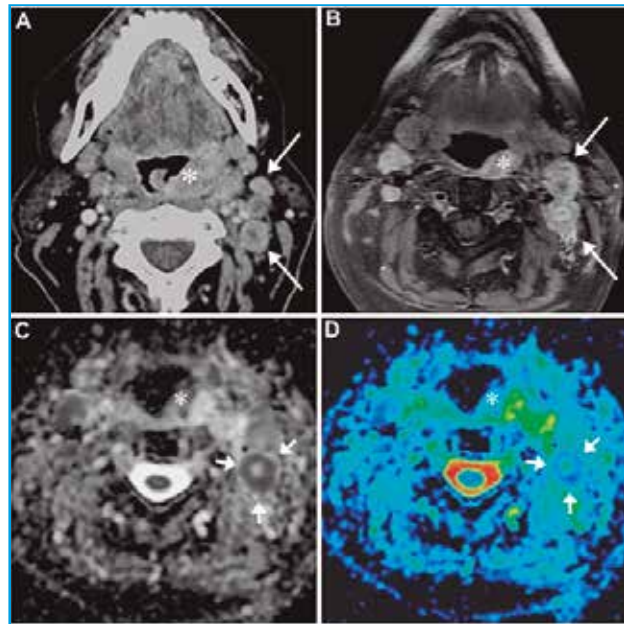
Varón de 73 años de edad con tumor primario del lado izquierdo de la orofaringe (asteriscos). Reconstrucción axial de TC de cuello, realizado tras la administración de contraste (A), que demuestra el tumor primario y dos adenopatías (flechas largas) con necrosis central en el nivel IIA ipsilateral. La secuencia T1 con gadolinio y supresión grasa (B) demuestra hallazgos similares (flechas largas). El coeficiente de difusión aparente [blanco y negro (C), color (D)], demuestra restricción de la difusión en el anillo de la adenopatía (flechas cortas), pero no en el área necrosada, como corresponde a las metástasis.
